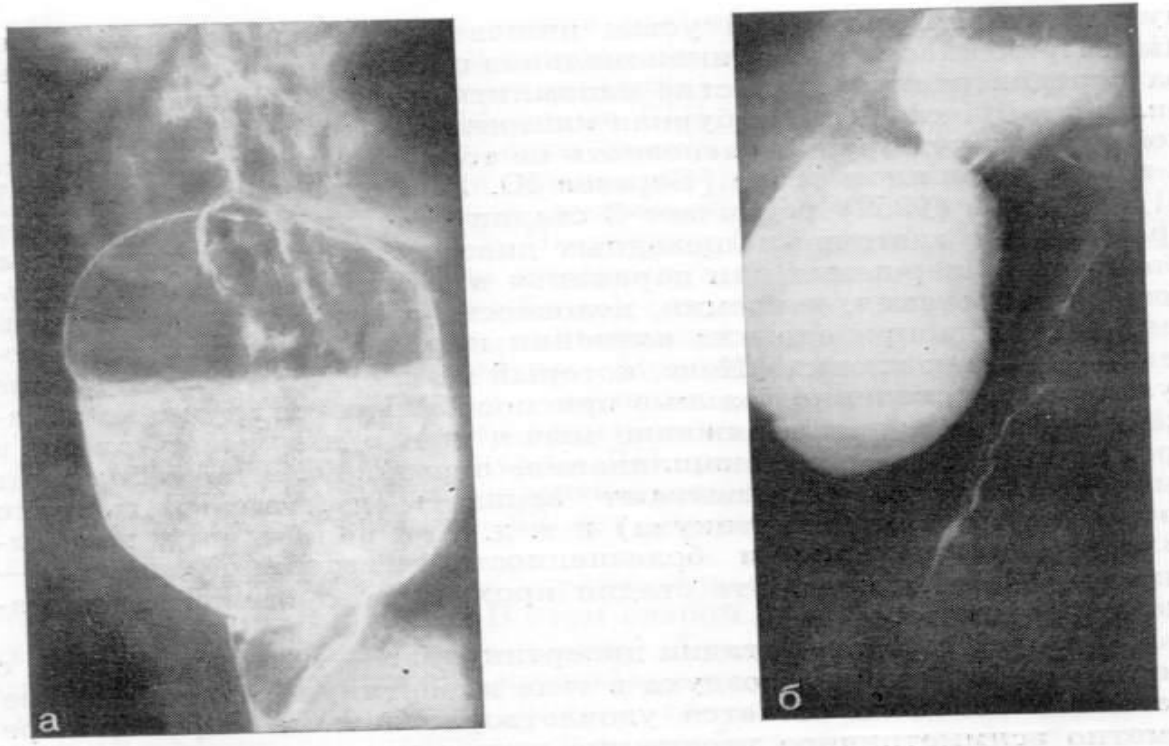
Рентгенограмма. Крупный (Ценкеровский) пограничный дивертикул с узкой шейкой и дивертикулит.
